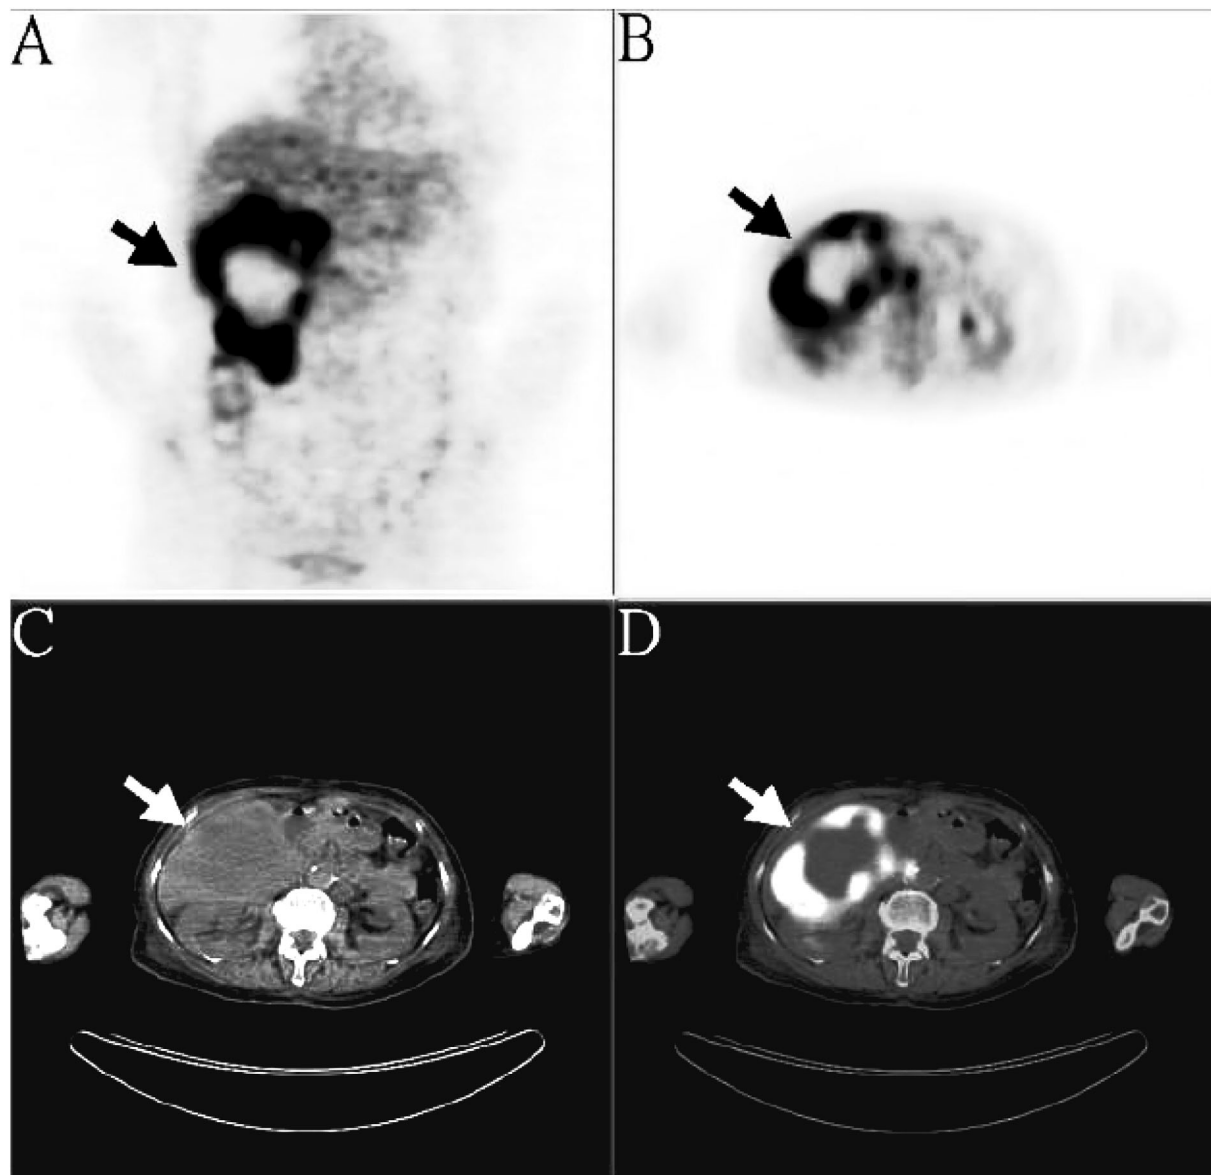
Whole-body F-18 FDG PET/CT scintigraphy was performed to detect an underlying malignancy in a 54-year-old female with a huge mass of the liver shown on an abdominal sonogram. (A) Coronal PET, (B) axial PET, (C) axial CT, and (D) combined PET/CT images demonstrating a massive tumor measured approximately 8.9 x 11.0 x 14.4 cm in size with peripheral intense FDG uptake and central photon deficiency in the right lobe of the liver; the SUVmax of the lesion were 13.3 at 60 min and 16.5 at 90 min postinjection.
